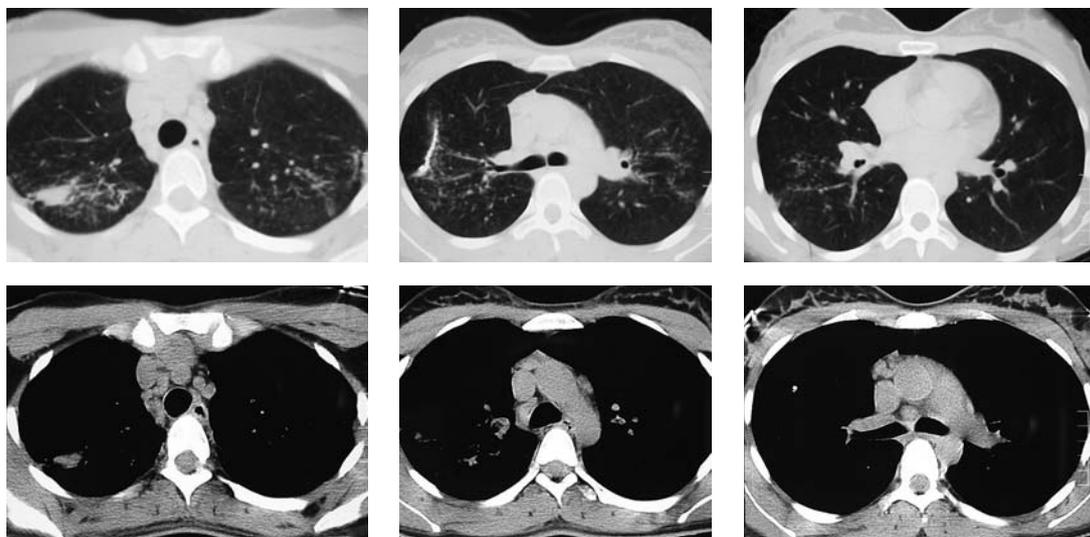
Фрагменты МСКТ легких от 06.02.2009 г. при поступлении в терапевтическую клинику.
